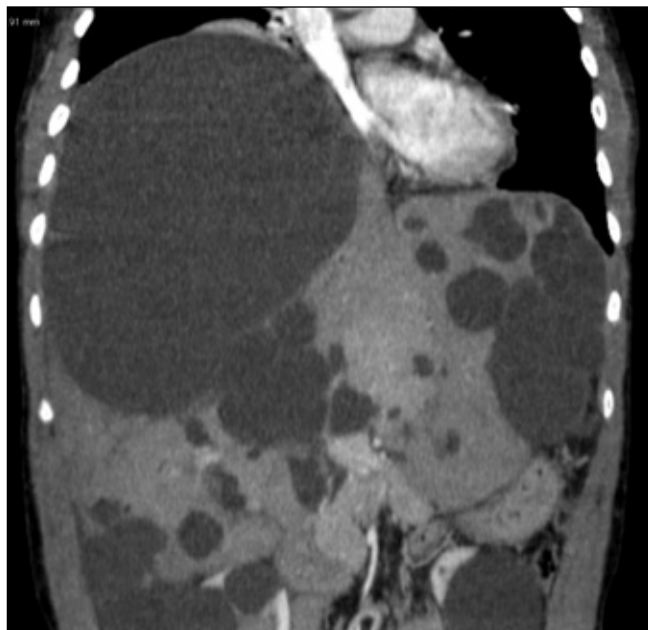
TC addominale con mdc, che evidenzia la presenza di una cisti gigante (21x17cm) a livello del lobo destro del fegato, che comprime l'aorta ascendente e il cuore; cisti multiple sono presenti anche nei restanti segmenti epatici e a livello renale bilateralmente.
